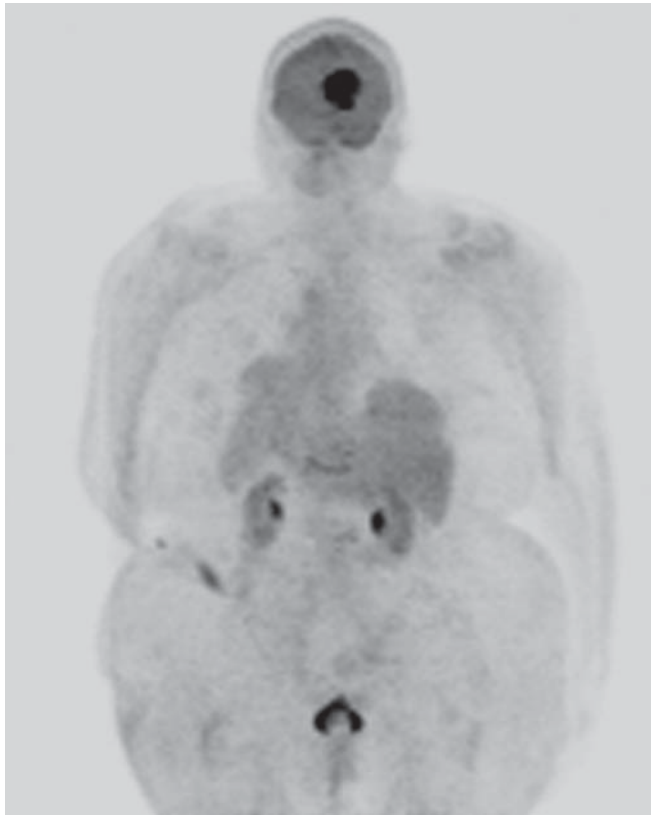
Linfoma primario del sistema nervioso. Tomografía por emisión de positrones con 18-fluoro-2-desoxiglucosa que muestra un área intensamente hipermetabólica en la zona periventricular en la región de los núcleos basales derechos. No existe evidencia de enfermedad fuera del sistema nervioso.
